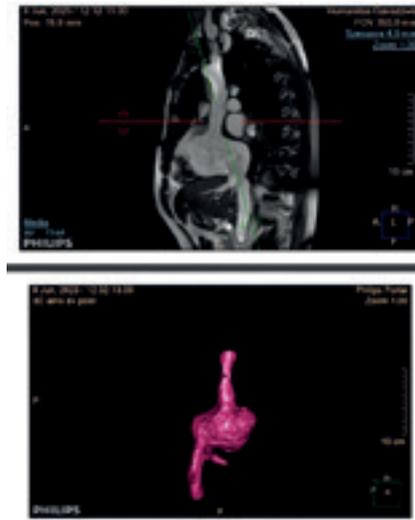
Valutazione pre-operatoria insufficienza tricuspidalica mediante RMN cardiaca
